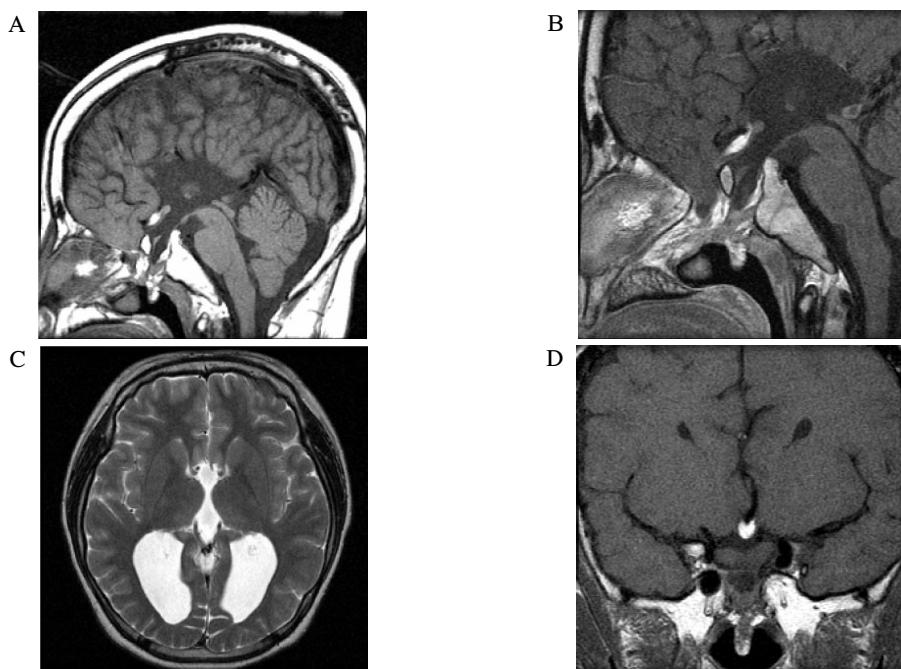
Brain MRI. A, B. T1-weighted sagittal view showed complete agenesis of corpus callosum and septum pellucidum. Hypoplasia of anterior pituitary gland and ectopic location of posterior pituitary gland were observed. Herniation of infundibular recess of the third ventricle into pituitary fossa was noted. C. There was no corpus callosum or anterior commissure in T2-weighted axial view. D. Ectopic posterior pituitary gland was well visualized in T1-weighted coronal view.
